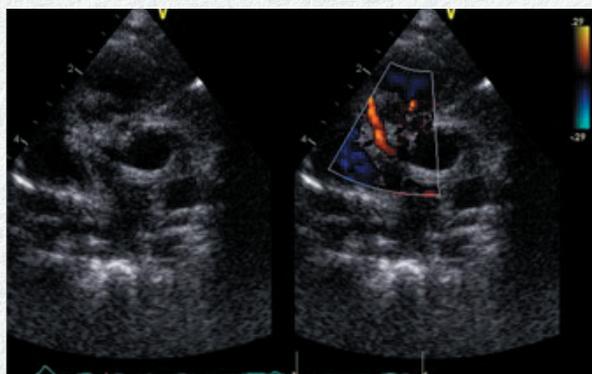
Ecocardiograma postquirúrgico. Eje corto de grandes vasos. Se observa la coronaria derecha normoimplantada y llenado en diástole
